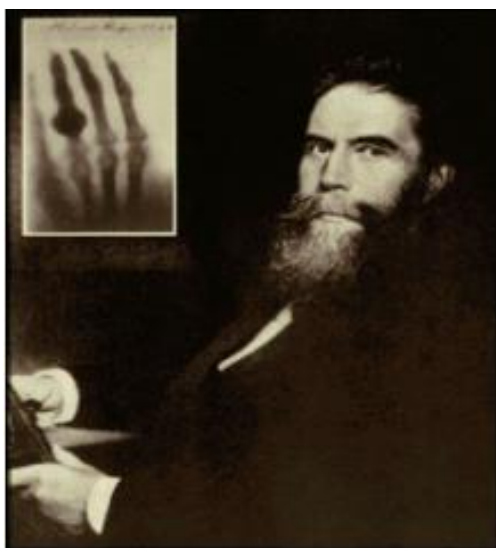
Wilhelm Conrad Roentgen. Descubridor de los Rayos. Fuente: Universidad de Harvard. Cas a timeline.
